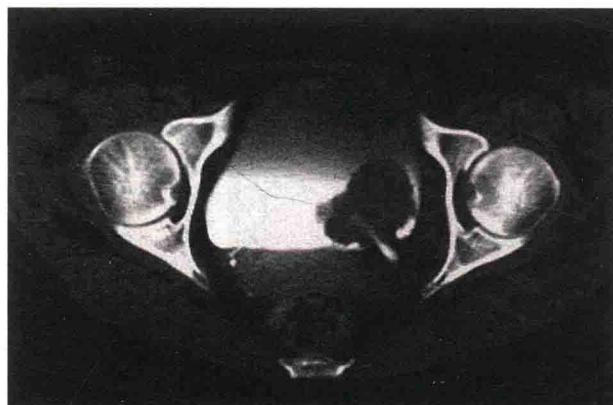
增强 CT 显示膀胱腔内一个乳头状突起，有蒂，并显示输尿管口喷尿
